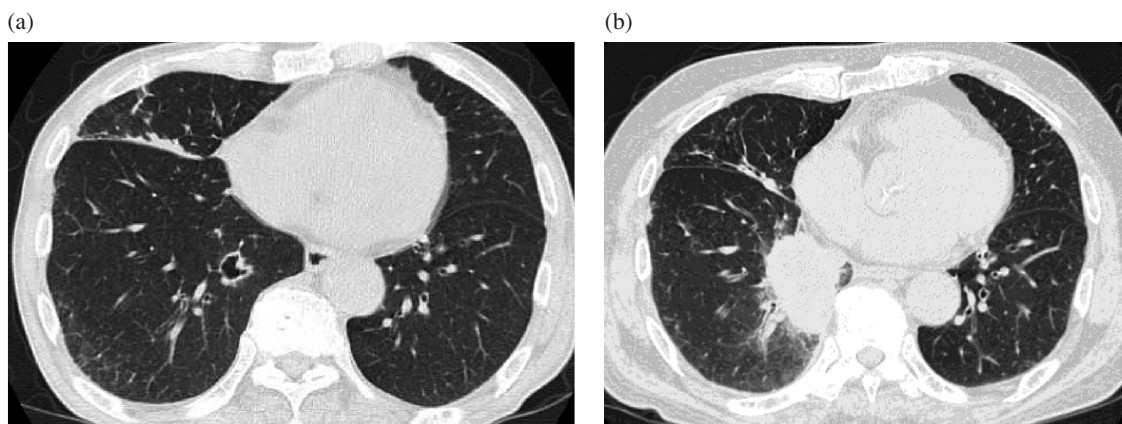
(a) Chest computed tomography image on admission. (b) Chest computed tomography image on a day 14 months after admission.
